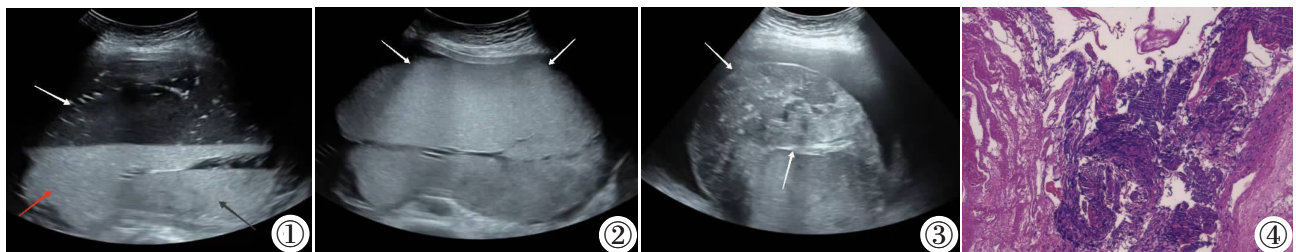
产前超声示胎盘明显增厚, 胎盘内正常实质回声减少, 其内可见大片无回声(白色箭头示)及高回声区(红色箭头示), 呈分层状, 另见部分正常胎盘组织(黑色箭头示)。图 2 产前超声示胎盘边缘圆顿、隆起, 轻按压腹壁, 胎盘内大片状高回声区内见液体流动征(白色箭头示)。图 3 急诊超声示胎盘胎儿面另见范围 12.8 cm×5.8 cm 不均质回声团, 内未见明显血流信号(白色箭头示)。图 4 镜下示膜状胎盘区域正常胎盘结构消失, 被增生纤维结缔组织及血管取代。
